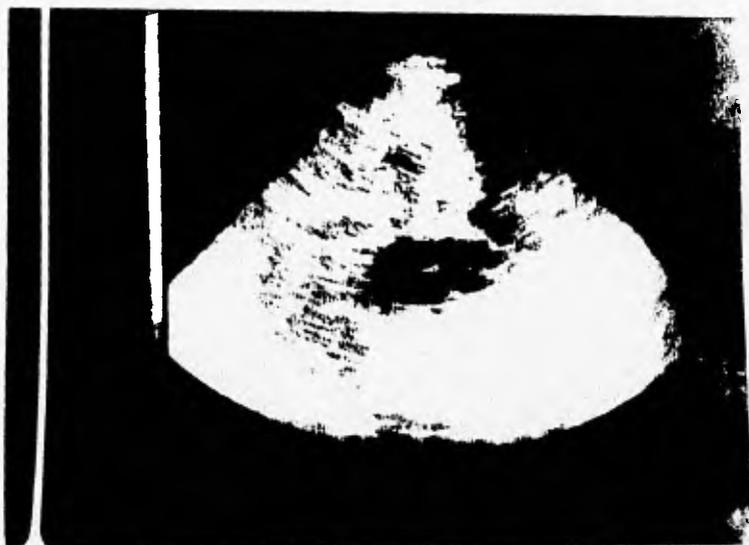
ULTRASONIDO DE HIGADO Y VIAS BILIARES:
